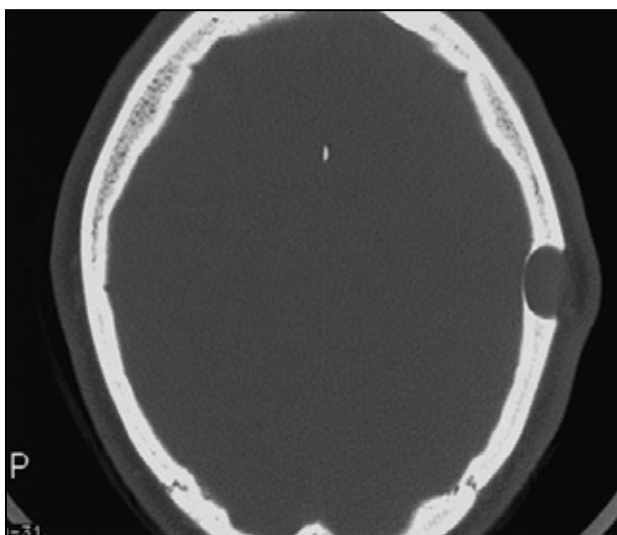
TAC de cráneo. Imagen lítica en hueso parietal.
